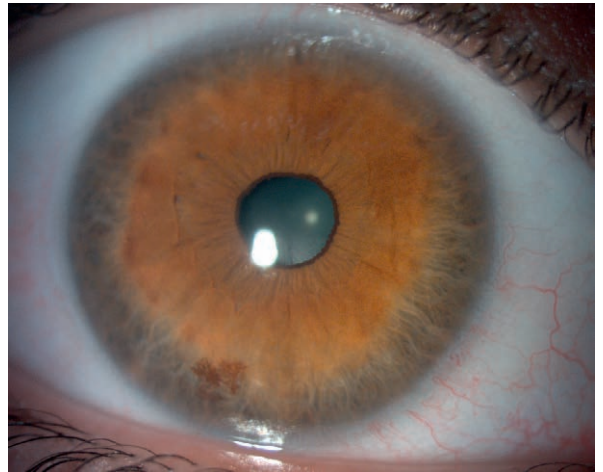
Photographie du segment antérieur chez une patiente de 37 ans, présentant une discrète voussure irienne à 9 heures, ayant fait réaliser une échographie UBM.
